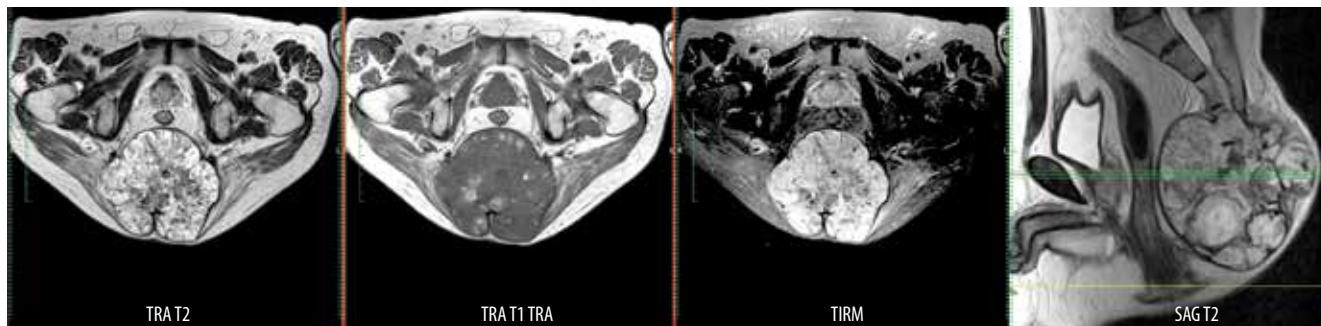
Магнитно-резонансная томография. Пациент мужского пола, 65 лет. Образование размерами $12,0 \times 3,9 \times 11,5$ см, поражающее S4 и нижележащие позвонки, с симметричным расположением и распространением относительно центральной оси. Опухолевый узел солидный, узловой, неоднородной структуры, с четкими ровными контурами. В режимах T2 и TIRM преимущественно высокий уровень сигнала, низкий уровень сигнала в режиме T1
